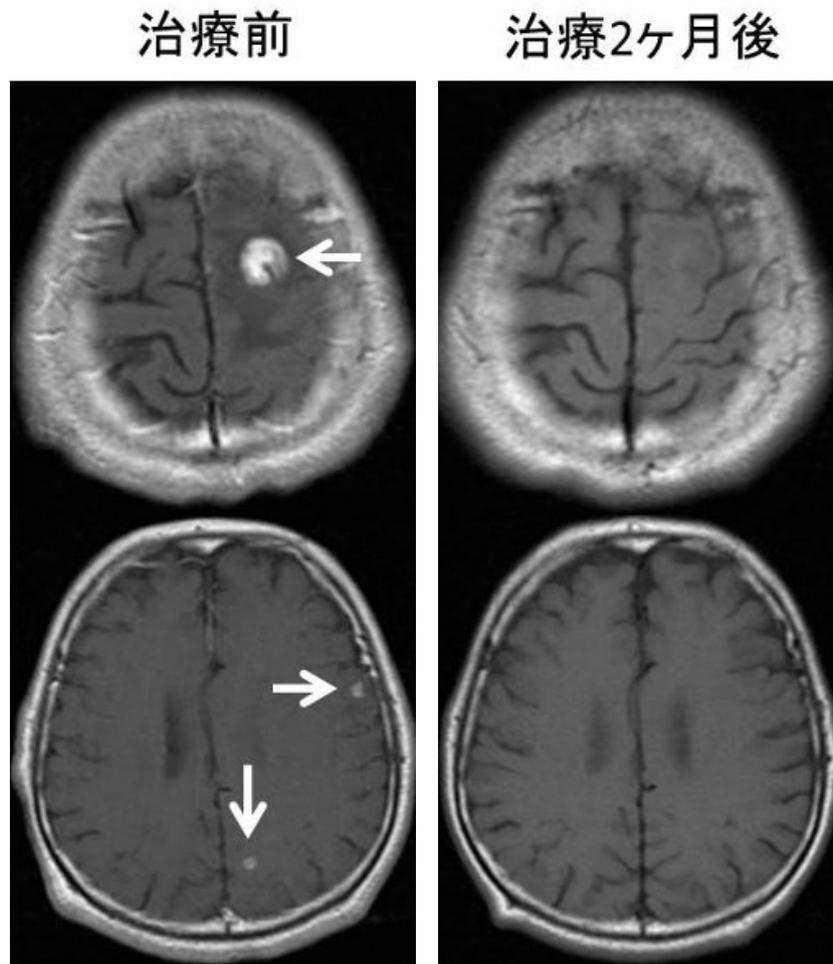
頭部造影MRI. 初診時、左大脳半球に造影効果のある多発した腫瘍性病変(矢印)を認めた. 治療2ヶ月後には消失していた.
